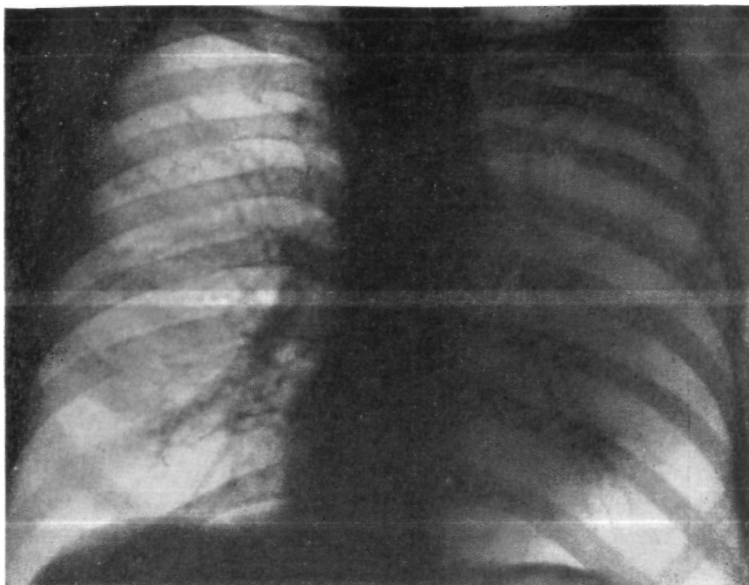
Больной А. Прямая рентгенограмма легких. Ателектаз верхней доли слева.
